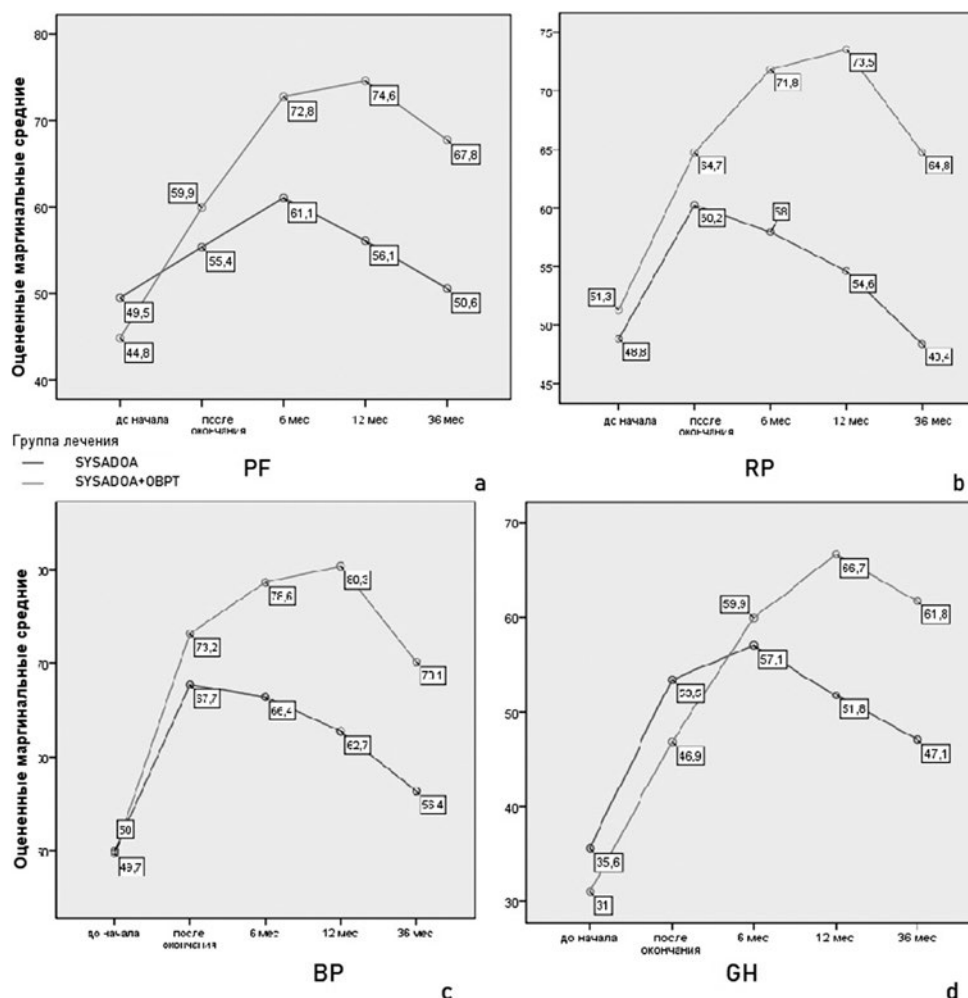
Динамика физического компонента качества жизни больных ОА коленного сустава в зависимости от метода лечения. SYSADOA – симптоматические препараты замедленного действия; SYSADOA+OBPT – симптоматические препараты замедленного действия в сочетании с ортовольтной рентгенотерапией: а) PF – физическое функционирование; б) RP – ролевое функционирование; в) BP – физическая боль; г) GH – общее восприятие здоровья
